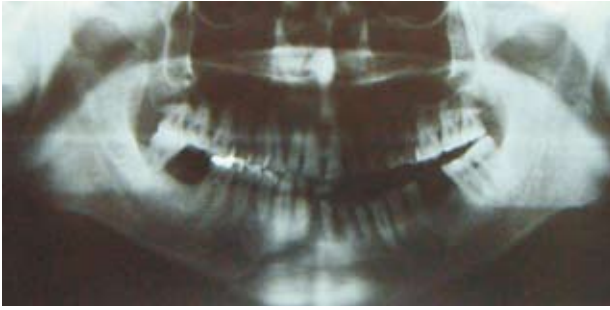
Ortopantomografía donde encontramos trazo de fractura en región subcondílea del lado izquierdo.
